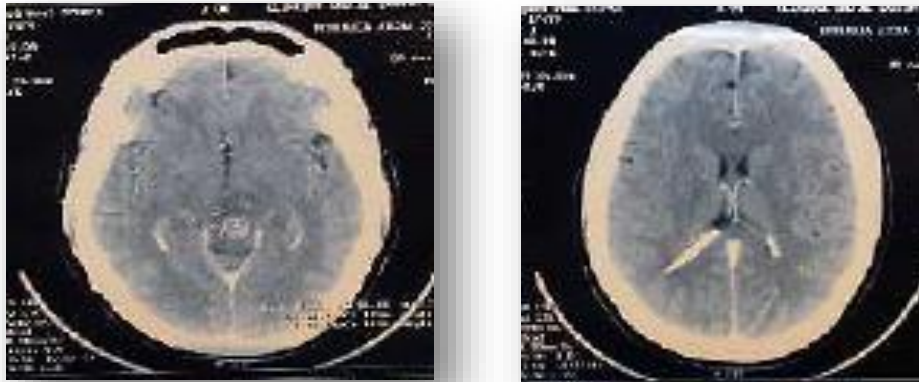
TDM cérébrale de la patiente 2
